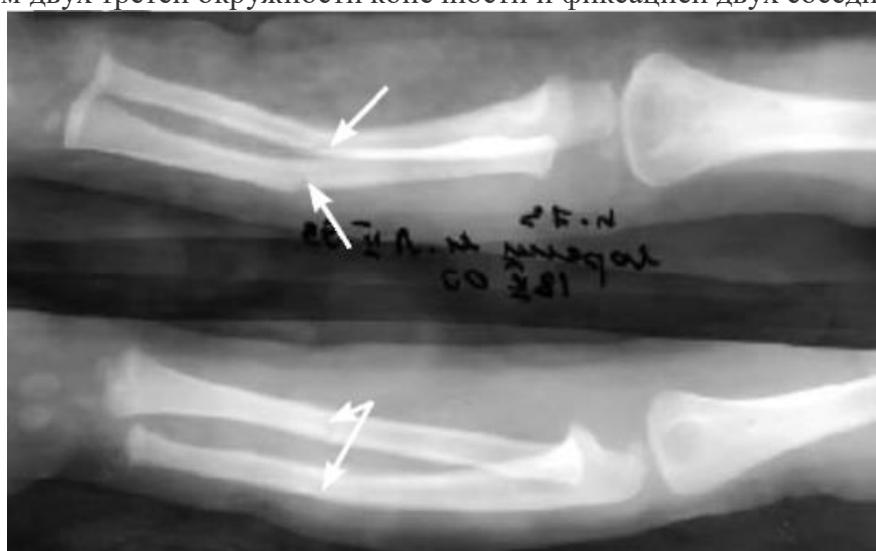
Рентгенограмма предплечья: перелом (надлом) по типу «зеленой ветки» обеих костей предплечья (обозначено стрелками)
